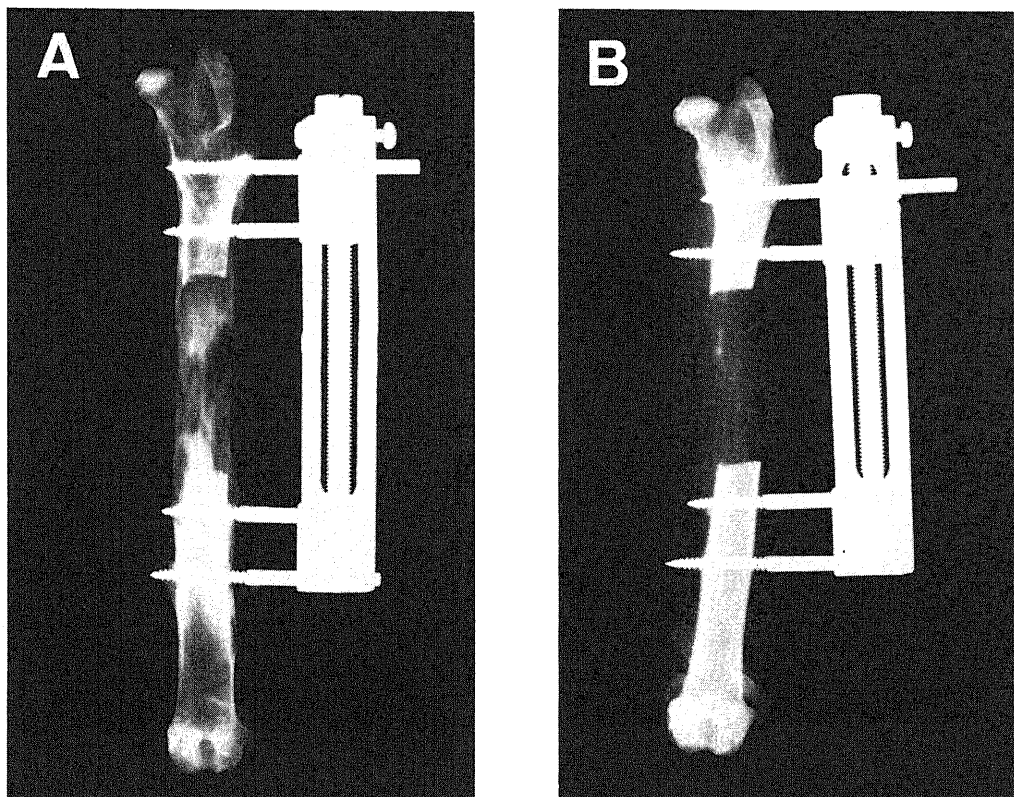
Radiographs of a femur from a rabbit in group 2 (A) and a femur from a rabbit in group 3 (B). The femurs were elongated 3 cm. Callus formation was seen in the group 2 femurs, but not in those from group 3.
